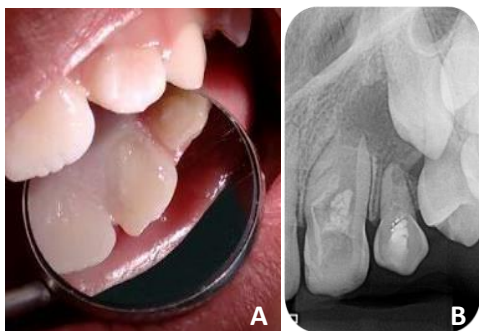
A) Aspecto clínico do Dens Invaginatus após restauração com resina composta B) Radiografia periapical de controle e acompanhamento (08.05. 18)
